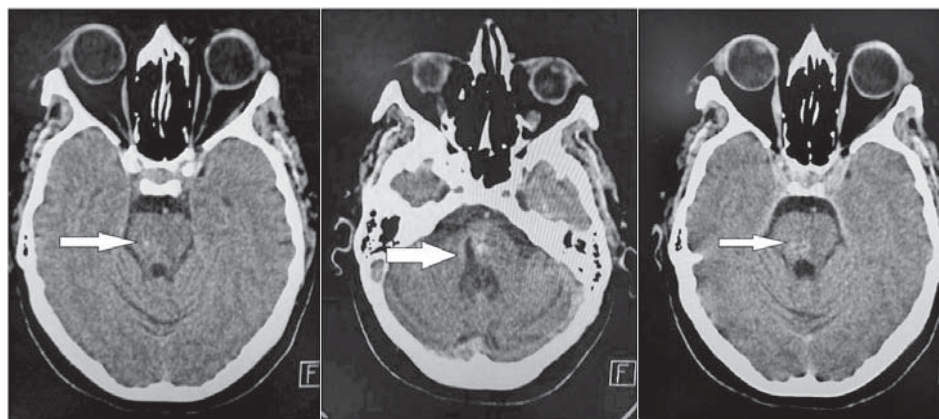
Imagine CT spiralat multisețional SOMATOM Emotion 16-slice în secțiune axială.
